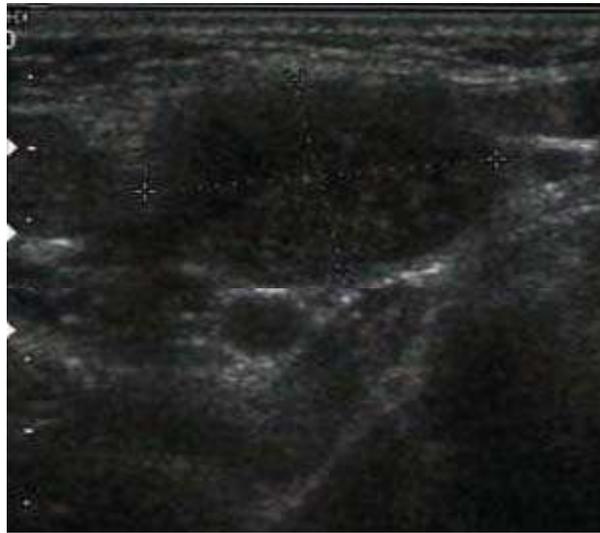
Aspect échographique d'une adénopathie à l'admission: Hypoéchogène hétérogène [57]
